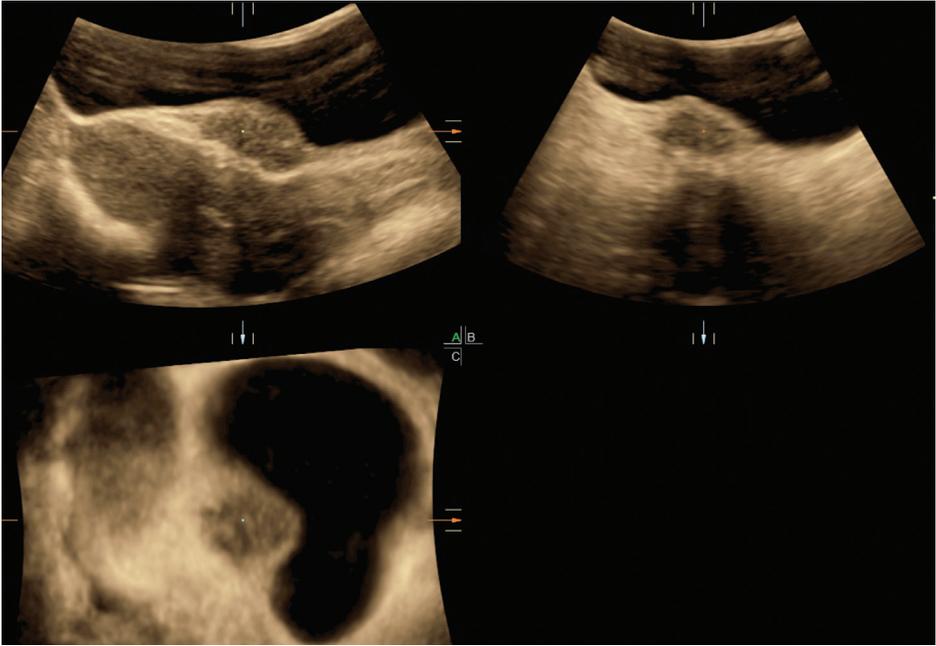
Échographie par voie abdominale. Vessie en semi-réplétion. Mode Triplan. On visualise parfaitement le nodule endométriosique du cul-de-sac antérieur et de la paroi vésicale, dont la face interne paraît régulière.
